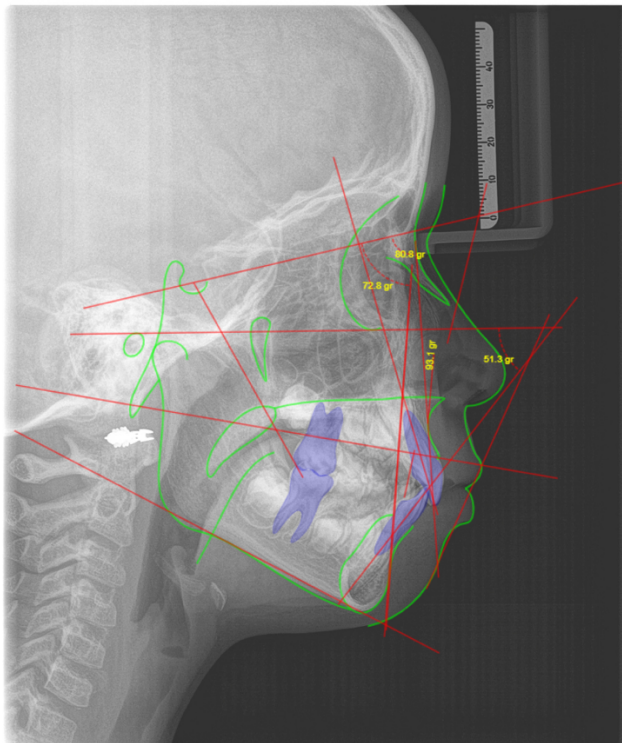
Telerradiografia lateral inicial com sobreposição do traçado cefalométrico.
